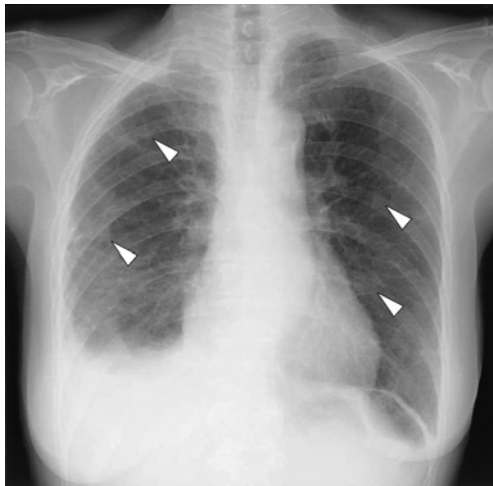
Chest X-ray film on admission shows right pleural effusion and multiple nodular shadows in both lung fields (arrowheads).
